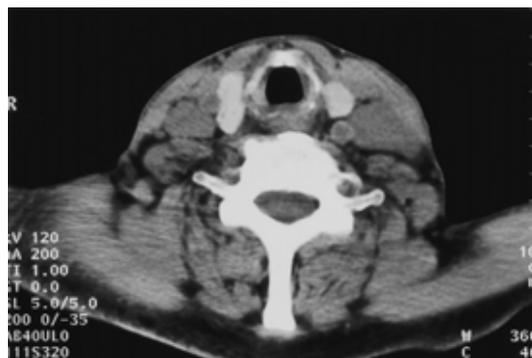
Chest CT scan on admission, showing thickening of the tracheal wall at level of annular cartilage.
